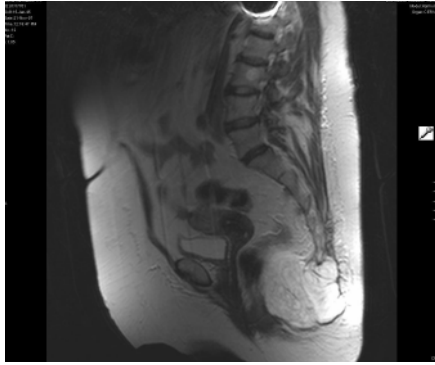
Вид опухоли на МРТ. Сагиттальный срез
